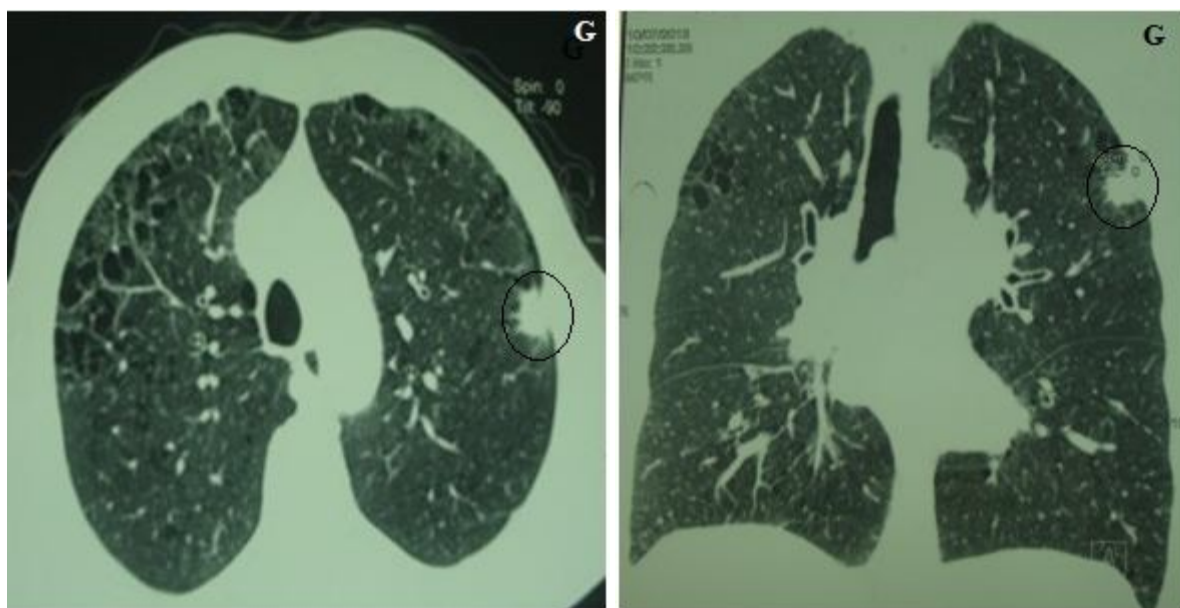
TDM thoraciques montrant des poumons emphysémateux siège d'un nodule du lobe supérieur gauche
